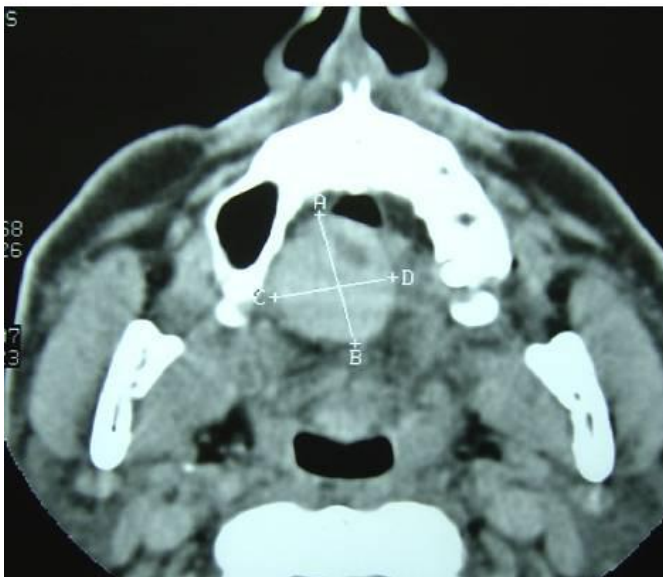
A, Classic view of pleomorphic adenoma of the hard palate. B, Computed tomographic view of the lesion. (Fig 2 continued on next page.)
